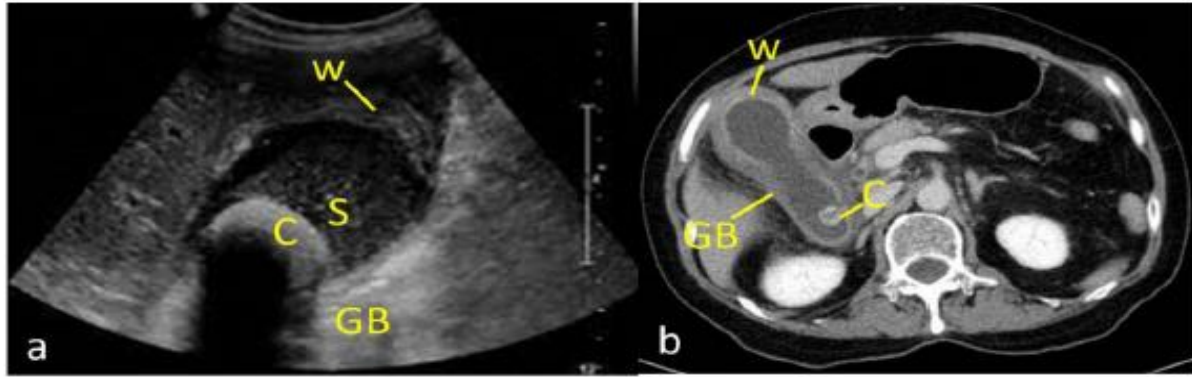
a) USG image shows an echogenic shadow with distal acoustic shadow (C) and sludge (S) in the lumen of gall bladder with thickened edematous wall (W). b) CECT abdomen in axial plane shows hyperdense calculus (C) with thickened wall (W) of gall bladder (GB). Features are typical of acute cholecystitis.
